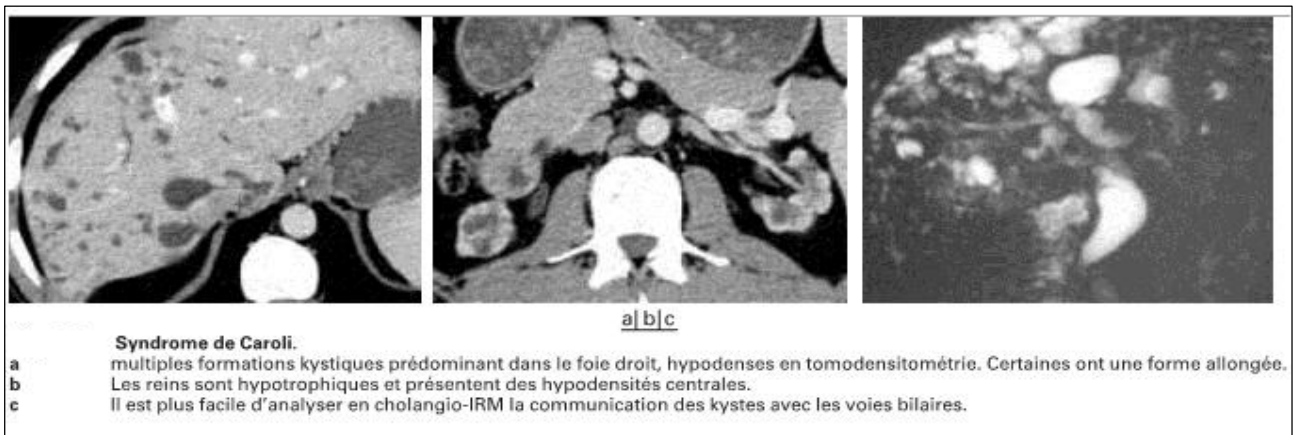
TDM montrant un syndrome de Caroli [37]
